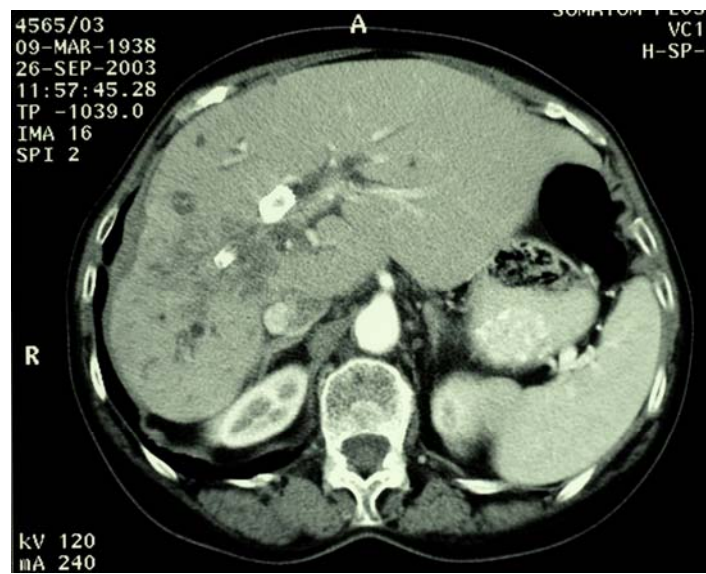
CT; 13,4 Monate nach Beginn der Chemotherapie; Patient 97
